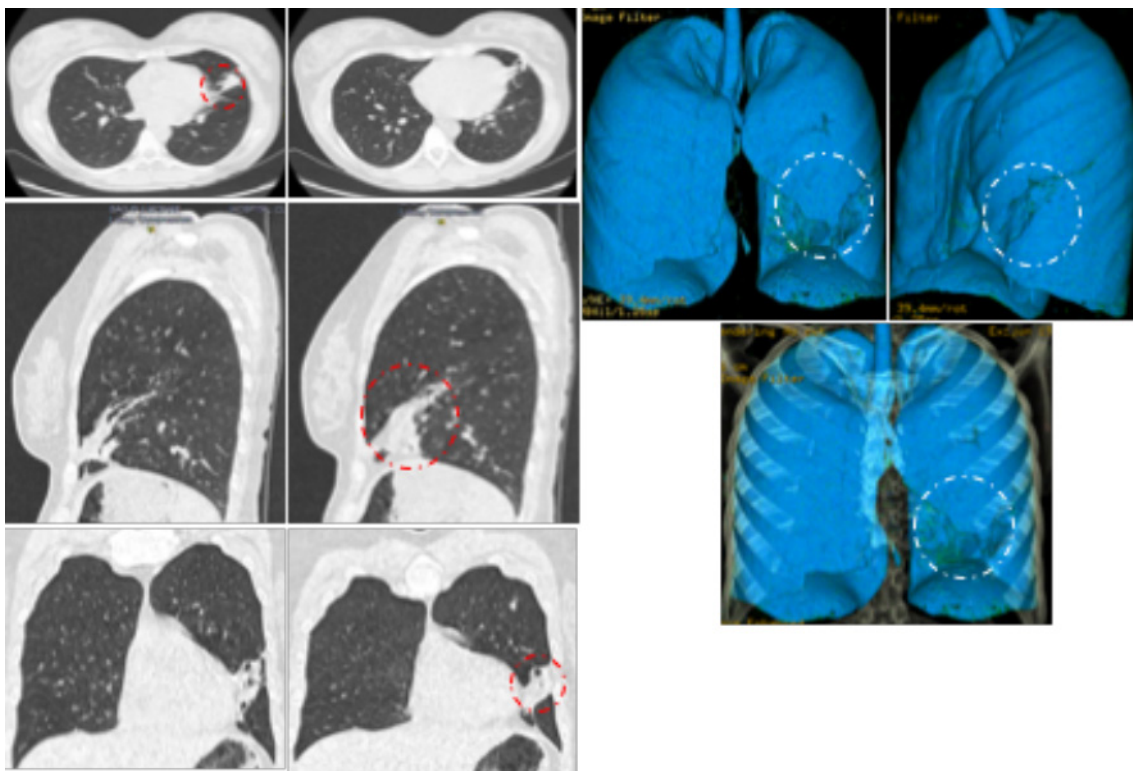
Tomografía computada torácica con tomógrafo Multidetector VCTXT64 Cortes axial, coronal y sagital lesión atelectásica localizada a nivel de segmentos lingulares de lóbulo pulmonar superior izquierdo, de contornos bien definidos sin calcificaciones en su interior resto del estudio sin alteración, conclusión: nódulo pulmonar atelectasia de segmentos lingulares (círculo rojo). Reconstrucción en 3D. (círculo blanco)
